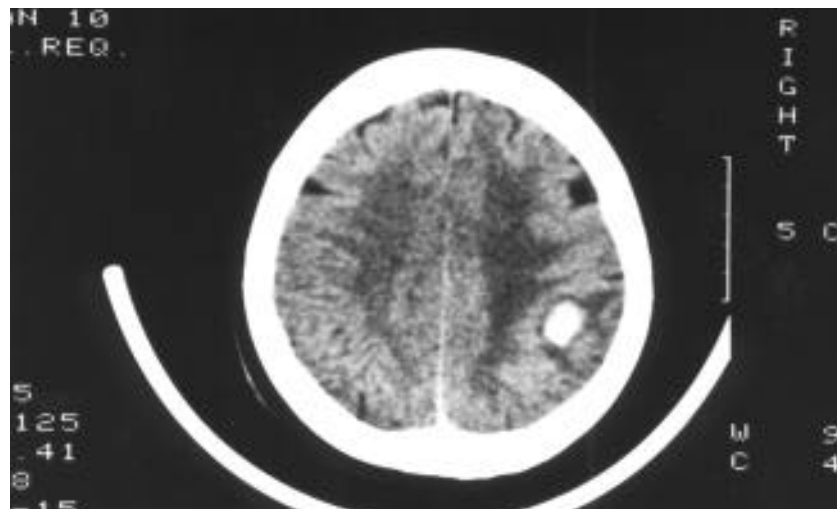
CT vyšetření 18. listopadu 1992. Subakutní malacie 4x2 cm v pravém okcipitálním laloku.
